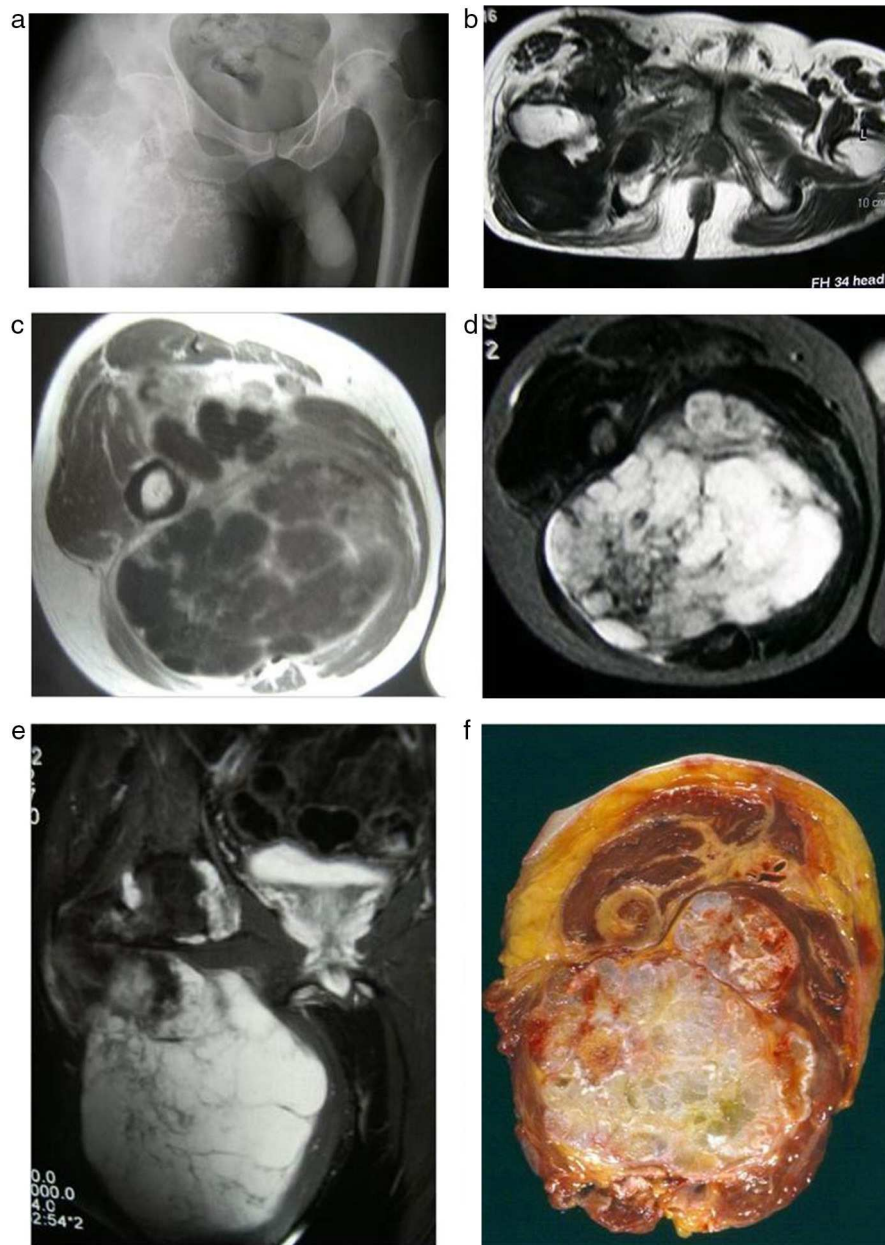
Condromatosis sinovial primaria de cadera complicada con un condrosarcoma secundario. a) La radiografía de pelvis muestra una gran tumoración con calcificaciones cartilaginosas. Las secuencias potenciadas en T1 antes b) y después c) de inyectar medio de contraste muestran una lesión extraósea con una intensidad de señal intermedia y un patrón de realce periférico y septal. d) En la secuencia potenciada en T2 se observa una tumoración de partes blandas hiperintensa y polilobulada que presenta áreas centrales hipointensas por calcificaciones de la matriz tumoral. e) En una imagen coronal potenciada en T2 con supresión grasa se observa la extensión del tumor hacia el espacio articular. f) La fotografía de la pieza de resección muestra la típica apariencia multilobulada de un tumor cartilaginoso, en este caso sin invasión medular.
